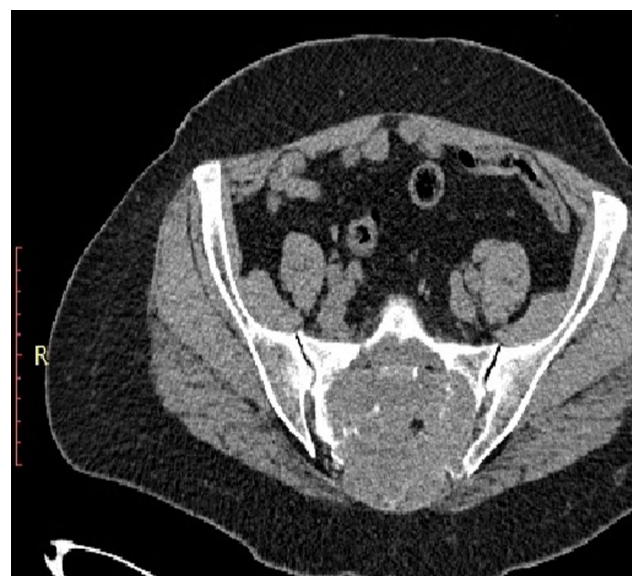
КТ томограммы пояснично-крестцовой области пациентки Н. в сагитальной и аксиальной проекциях
